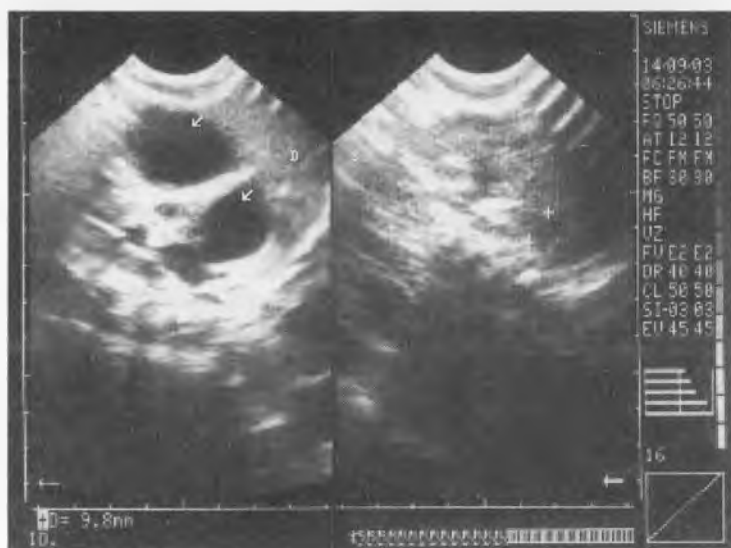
Ecografie: rinichi multichistic pe stânga
